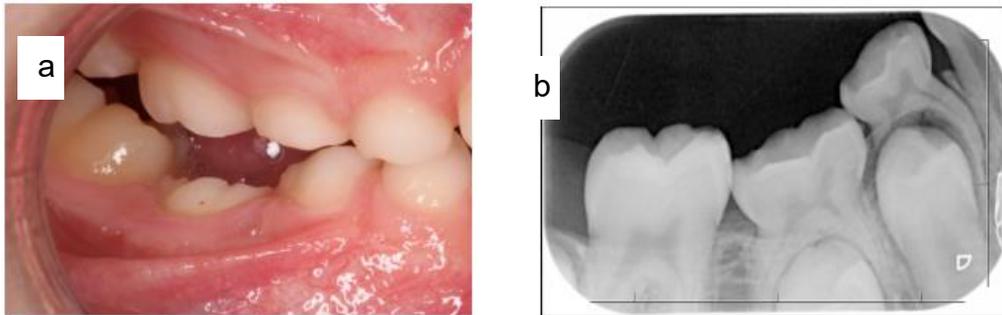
A) Anquilosis del molar clínicamente. B) Radiografía del molar sin espacio del ligamento periodontal (35)
